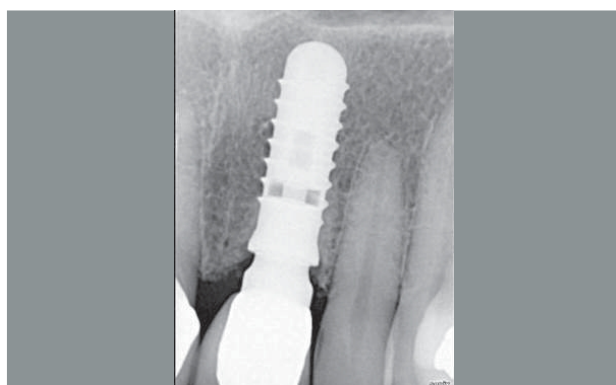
Radiografía intraoral de control de la pieza 21, 13 años después de la colocación del implante post-extracción con carga inmediata en la pieza 21
